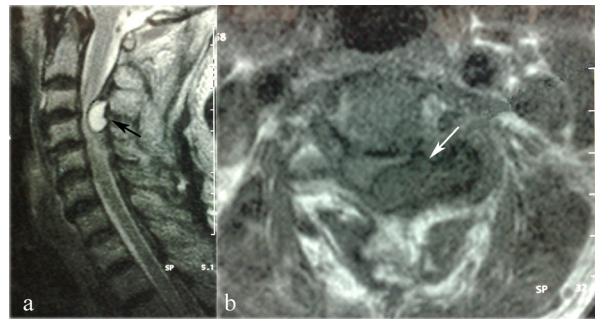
(a) Sagittal T2-weighted MR images show compression of the spinal cord posteriorly at the C3-4 facet joint level by an intraspinal hyperintense cystic lesion (*black arrow*), (b) Axial T1-weighted MR images show compression of the spinal cord extradurally from the left posterolateral area by the same hypointense cystic lesion (*white arrow*).
